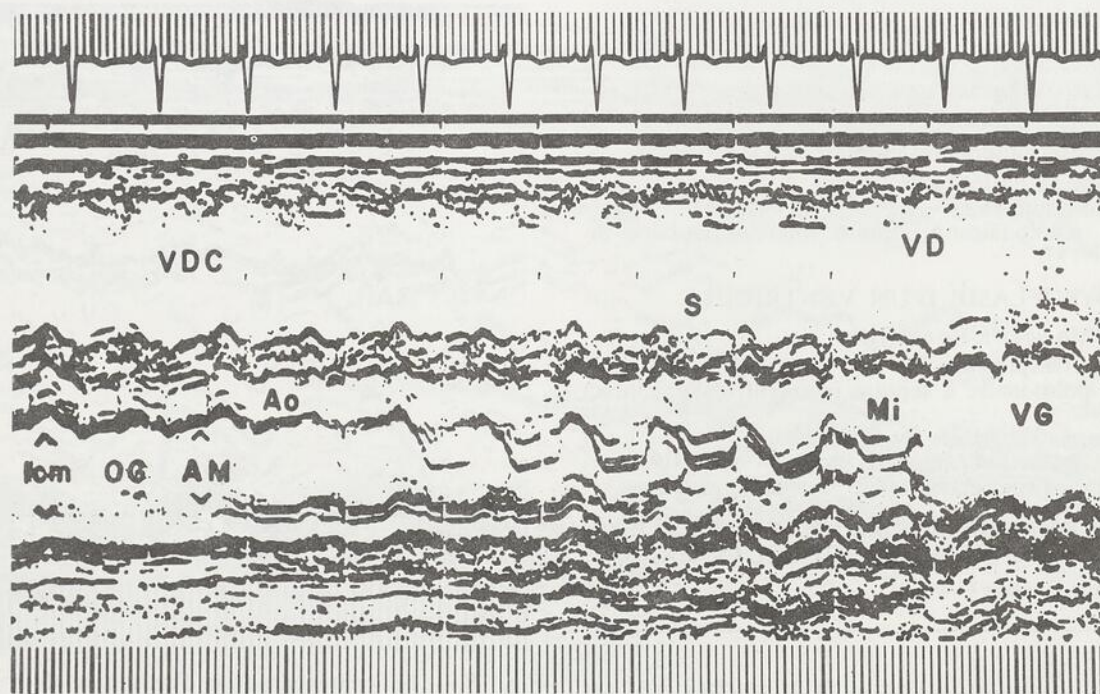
Echocardiogramme d'un nouveau-né de 2 jours, porteur d'une sténose aortique sévère. Lors du balayage, juste avant d'arriver sur l'aorte, en position 3, on voit derrière le feuillet mitral antérieur un écho correspondant à la partie postérieure de l'anneau mitral. Cet écho disparaît en position 4, contrairement à l'écho du *cor triatriatum* (Fig. 13).
